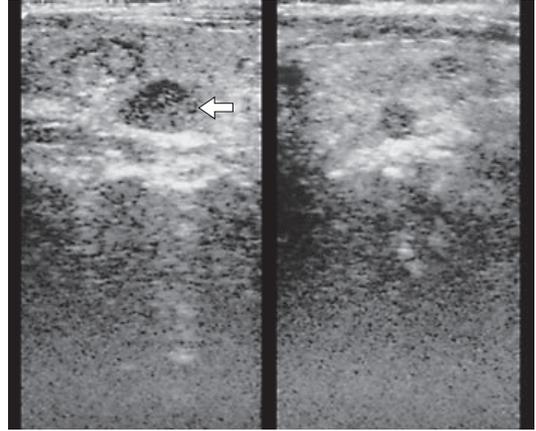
УЗИ ПЩЖ пациента Г.: стрелкой отмечена ПЩЖ, на фоне которой в ЩЖ имеются образования сходной структуры, что соответствует 2 баллам условной оценки.
